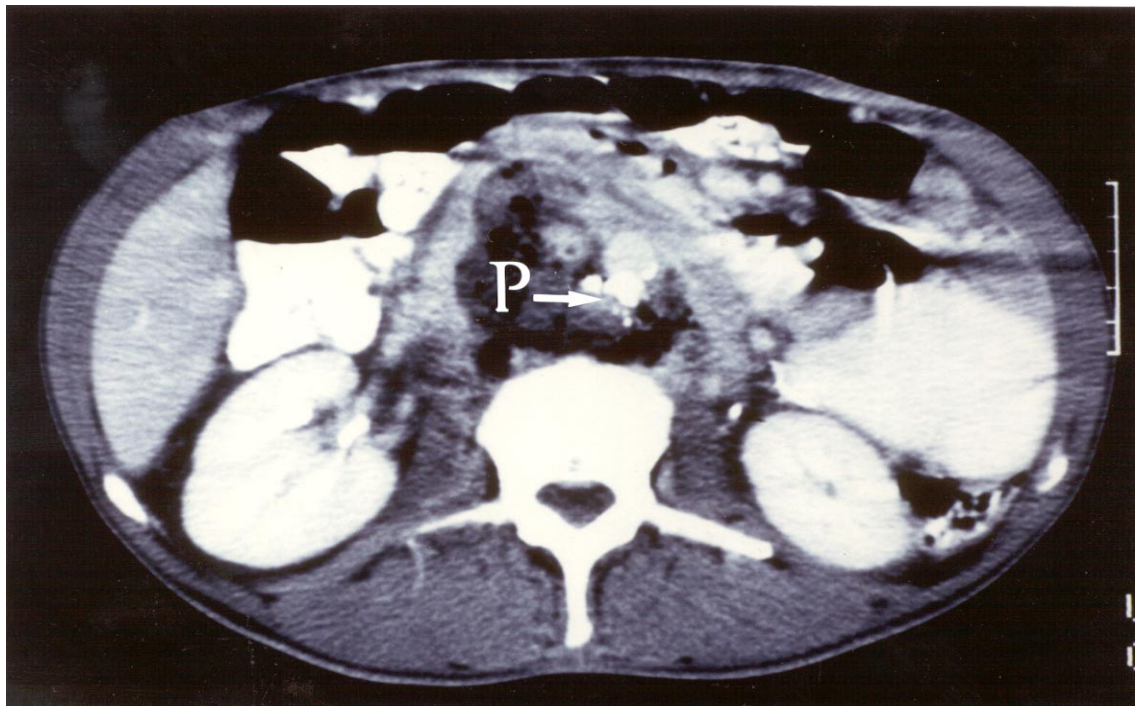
Computertomographie mit Kontrastmittel von Patient Nr. 9 zeigt multiple Pankreaspseudozysten, die die infrarenale Bauchaorta komprimieren.
